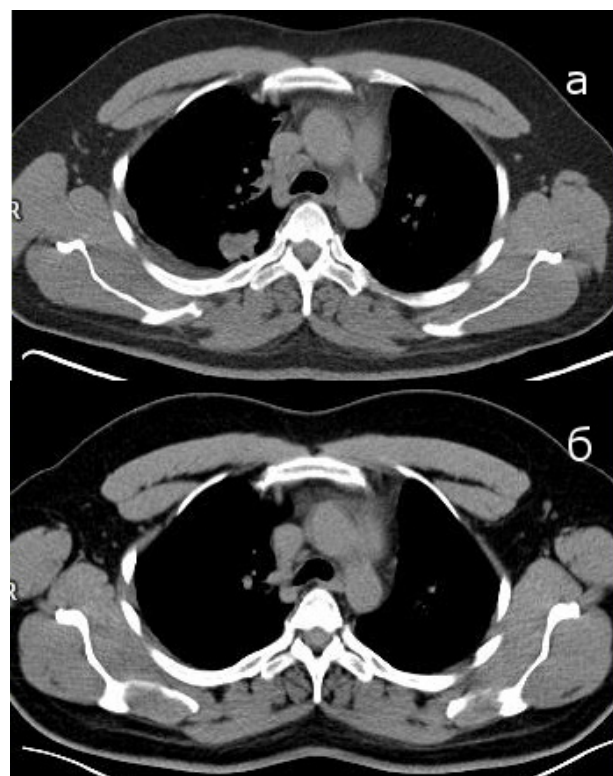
Таргетный очаг в нижней доле правого лёгкого: КТ (аксиальная проекция) до начала лечения (а), через 6 мес после начала лечения (б)
